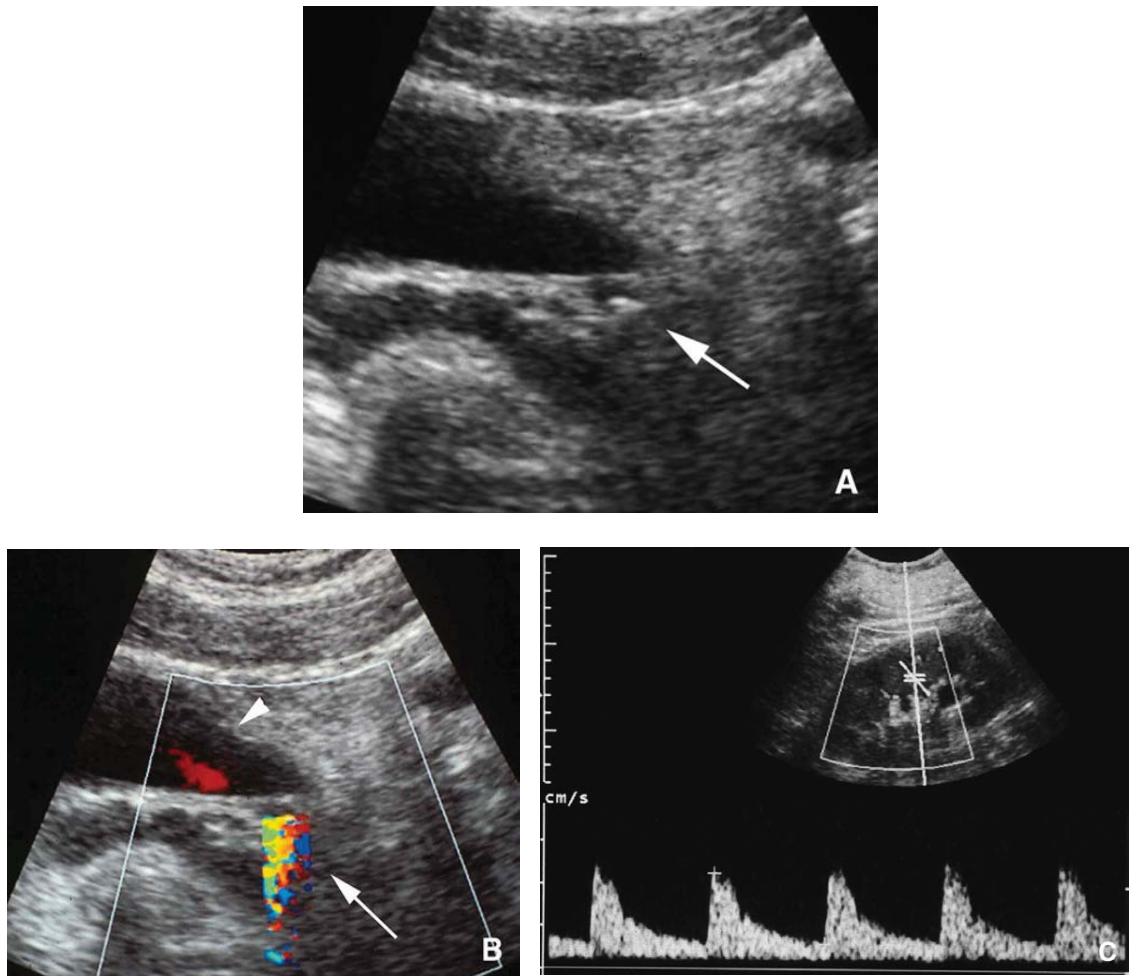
Échographie pelvienne coupe axiale. Colique néphrétique droite.
